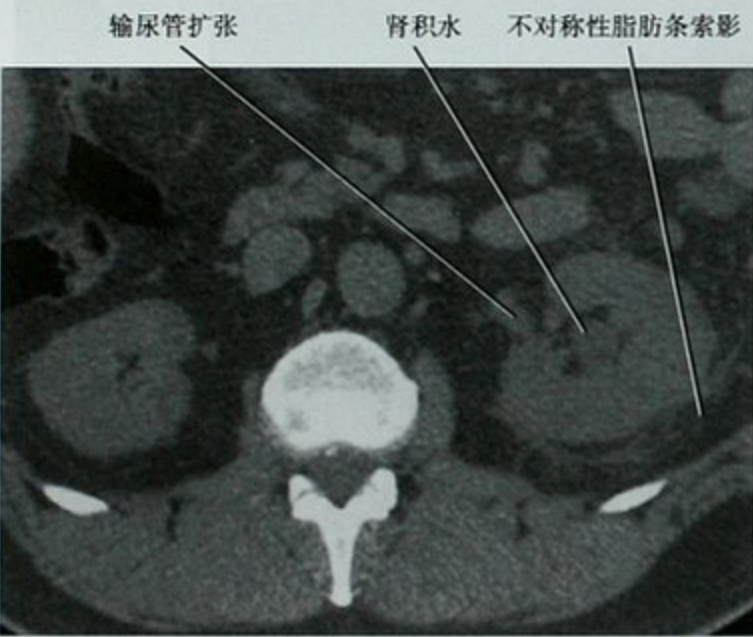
CT 平扫横断位图像,疑似尿路结石患者,显示尿路梗阻继发征象,小结石位于膀胱入口处(未提供图像)
